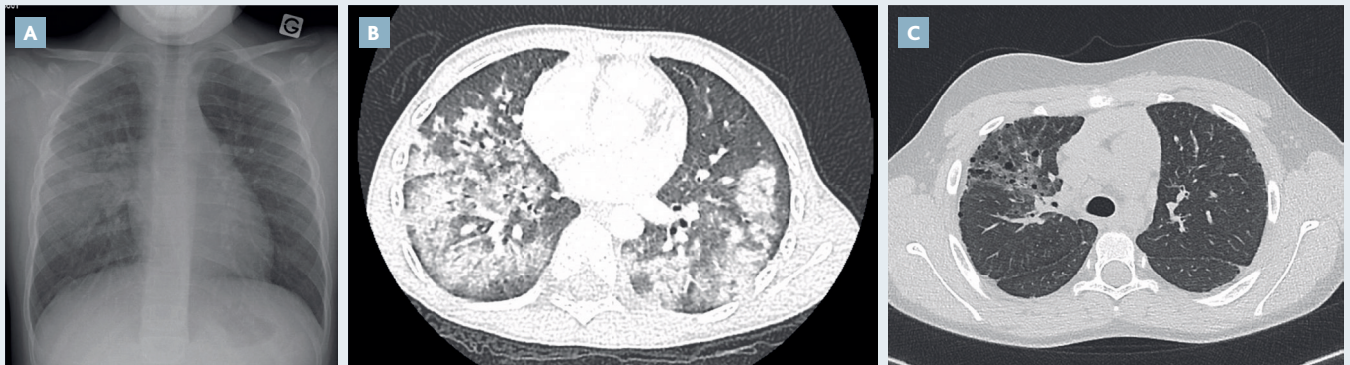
L'imagerie thoracique peut montrer en phase aiguë des opacités alvéolaires bilatérales à la radiographie et au scanner thoraciques, ici chez 2 patients de 4 et 6 ans (A et B). Évolution vers un syndrome interstitiel 5 ans après le diagnostic d'hémosidérose pulmonaire idiopathique chez une patiente de 10 ans (C).
